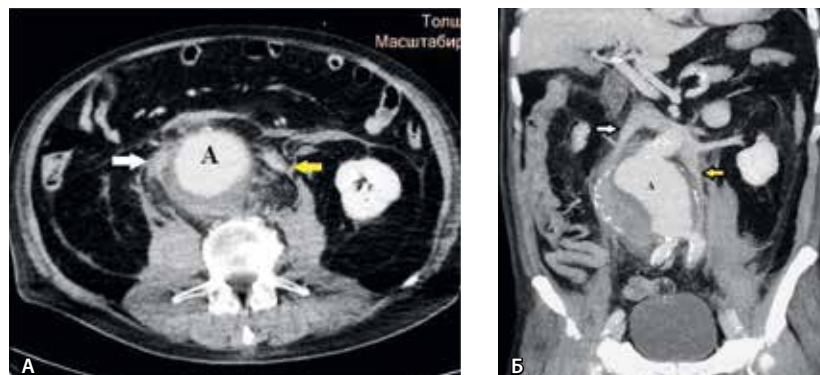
Разрыв аневризмы брюшной аорты (А) с формированием забрюшинной гематомы, удвоение нижней полой вены – правая нижняя полая вена (белая стрелка), левая нижняя полая вена (желтая стрелка). Компьютерно-томографическая ангиография: А – аксиальный срез, Б – реконструкция во фронтальной проекции
